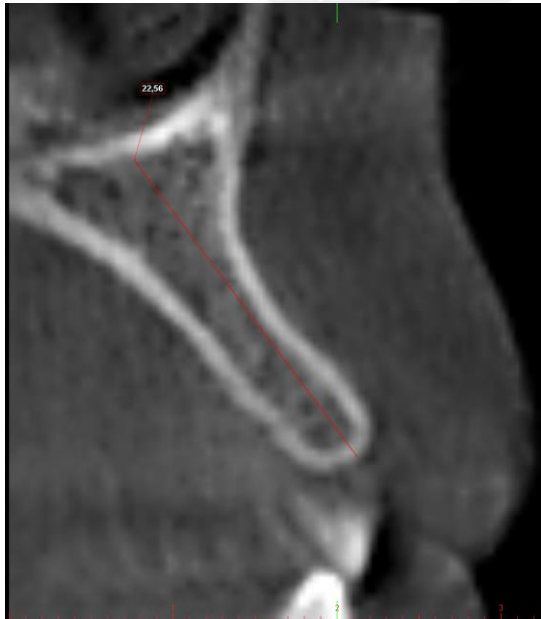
Konik ışınli bilgisayarlı tomografi görüntüsünde ölçüm yapılacak olan cross-sectional kesit
